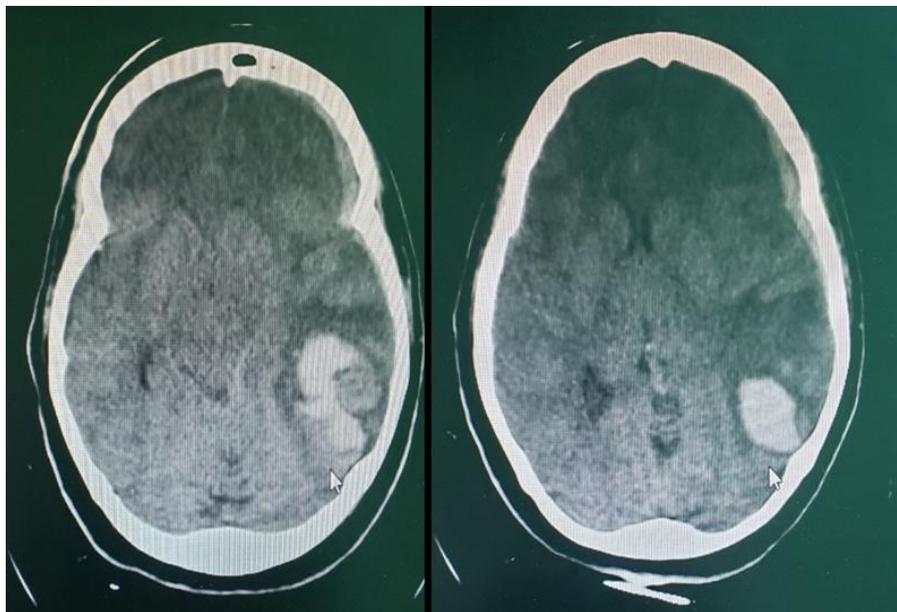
Tomografía computarizada de cráneo en corte axial.
